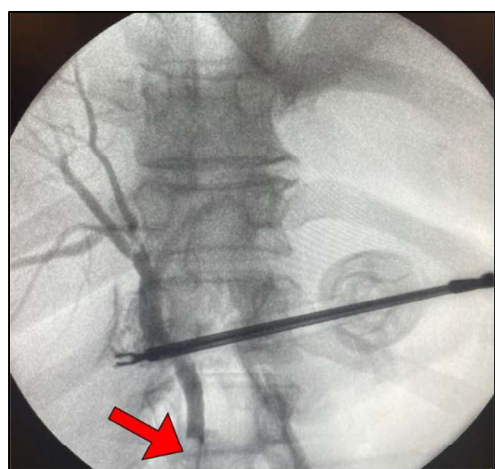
Colangiografía intraoperatoria con visualización de lito en conducto colédoco (flecha roja), no pesquisado previamente en la Colangio-RM.
